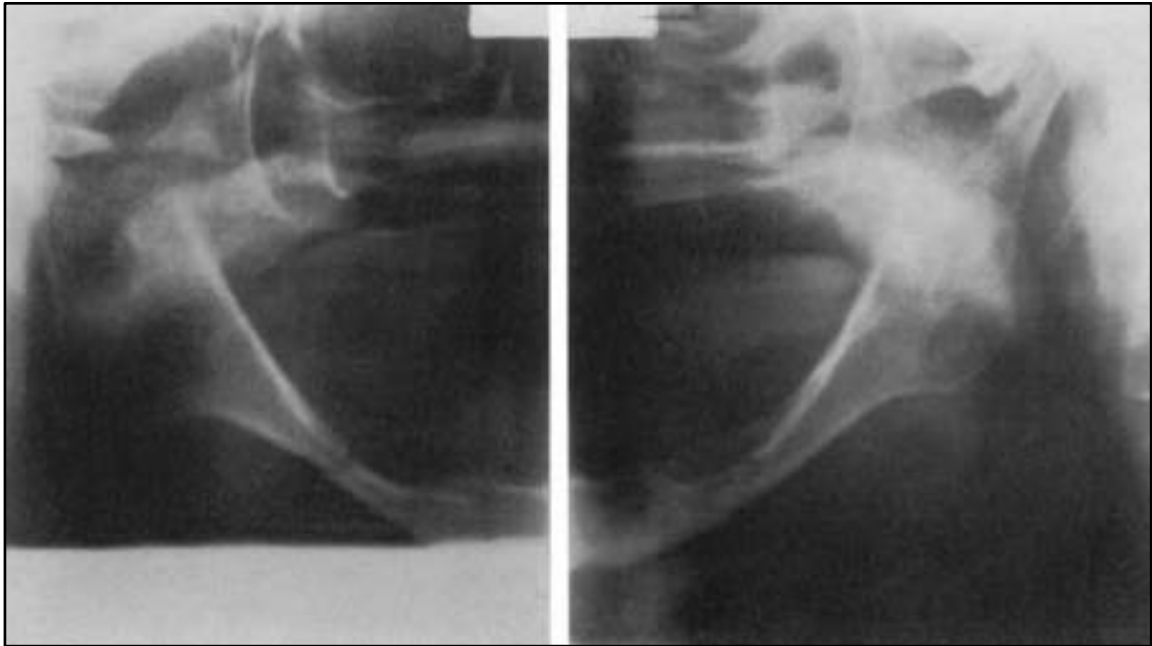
Radiographie panoramique dentaire révèle une atrophie mandibulaire avec double fractures pathologiques, une déplacée de la 1^{er} molaire de la mandibule droite et l'autre non déplacée de la mandibule gauche.
